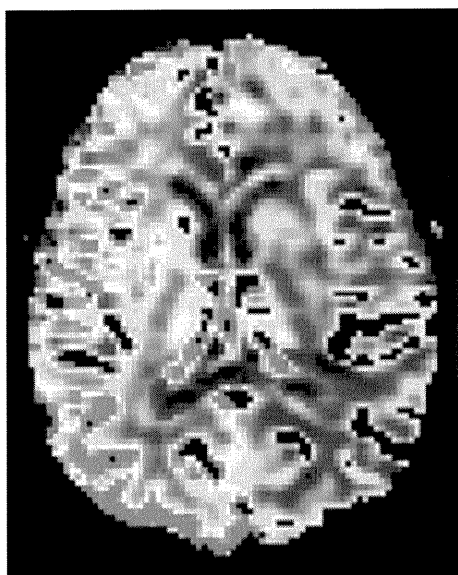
右内頸動脈閉塞による TIA をきたした症例の灌流 MRI による脳血
